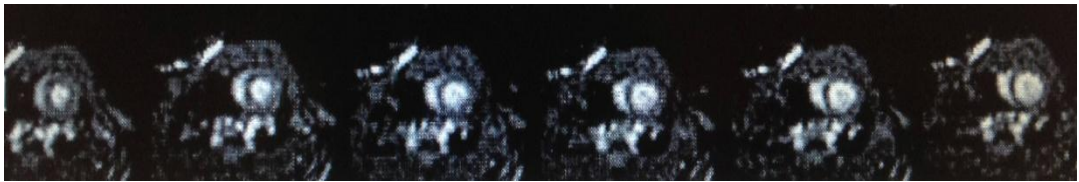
MCT 诱导的第 3 周, MRI 左室短轴层面右心室由收缩期到舒张期形态变化过程
